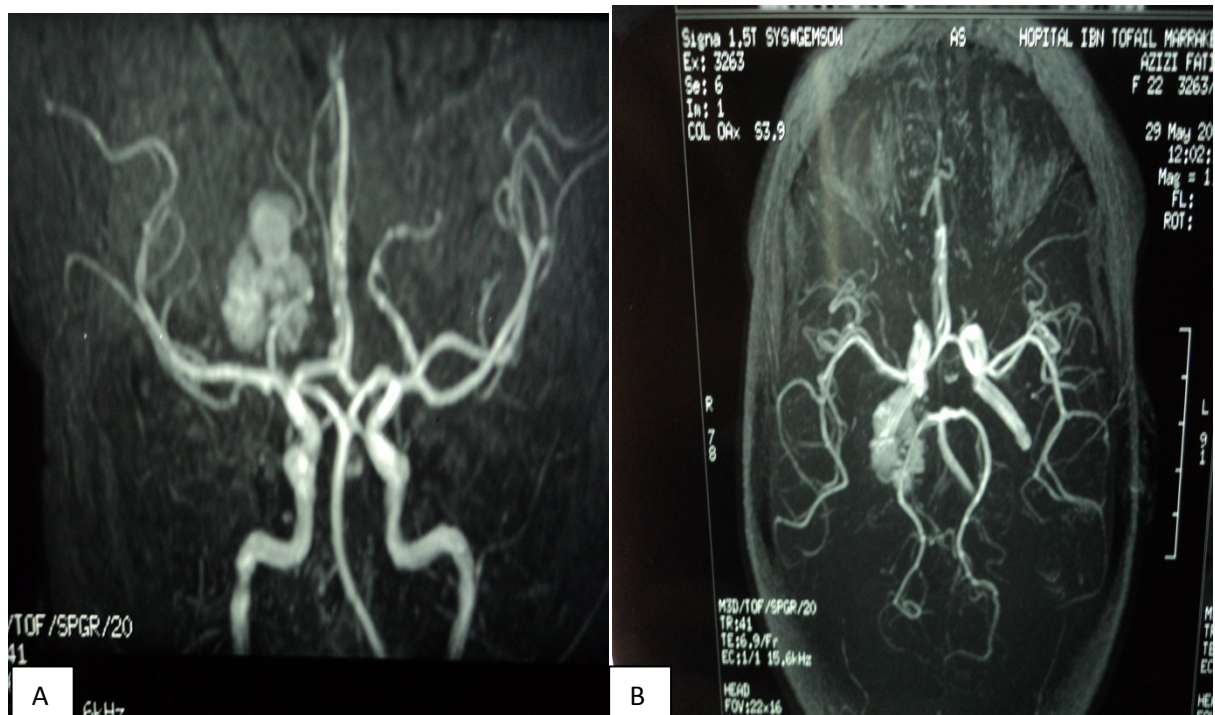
Angio-IRM (A et B) montrant des formations arrondies capsulo-thalamique et pédonculaire droite (service de Radiologie du CHU MED VI).
